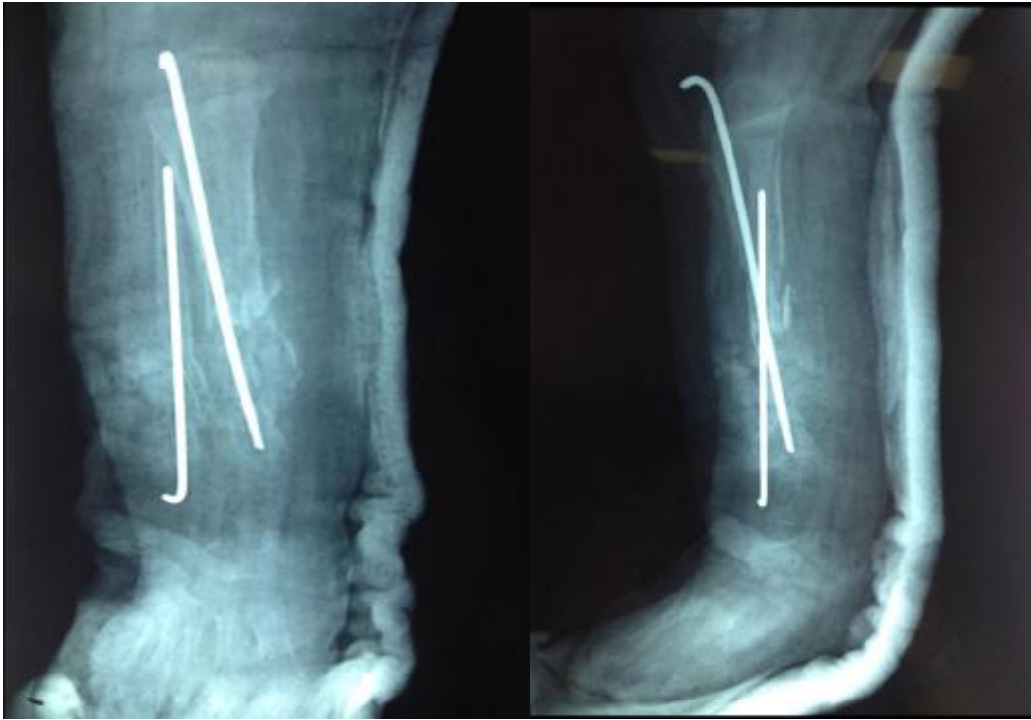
radiographie post opératoire du 2^{ème} temps de Masquelet
